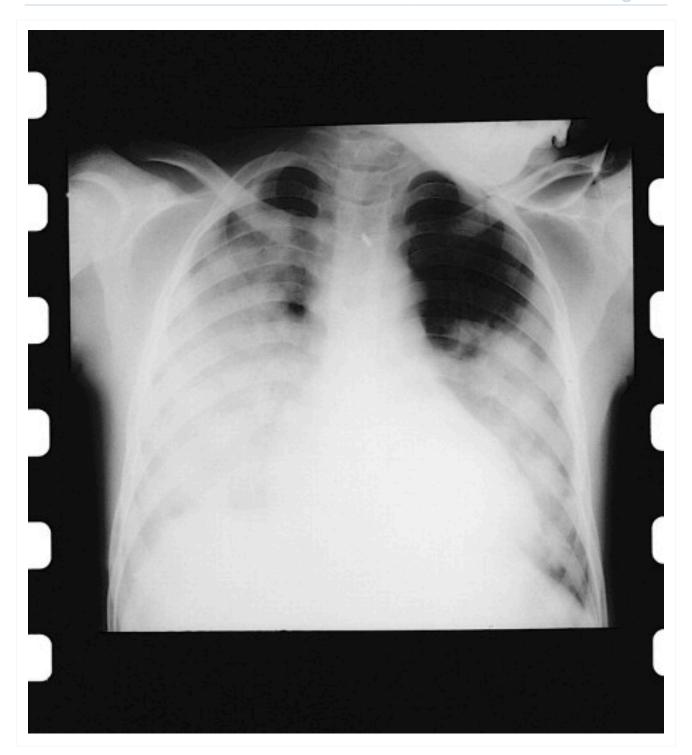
Radiografia torácica na síndrome torácica aguda
